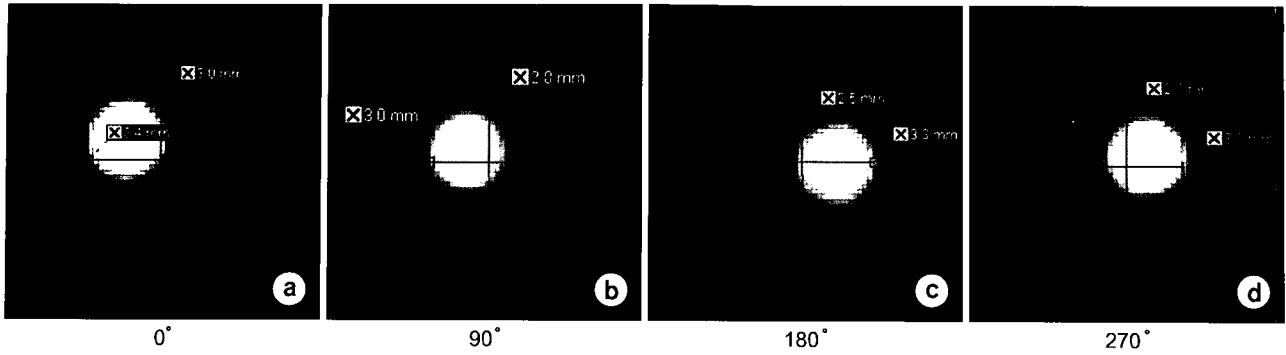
Measurement of offset position of ball bearing (BB) which was located at the center of a isocenter cube tool (ICT). Distance between known cross-hair position of the x-ray checking plate (XCP) image and contour of the BB were determined using OBI application. Central position of the ball could be evaluated based on the distances. Diameter of the BB was 2 mm and radii of inner and outer circle on the image were 1.5 mm and 3 mm respectively.
